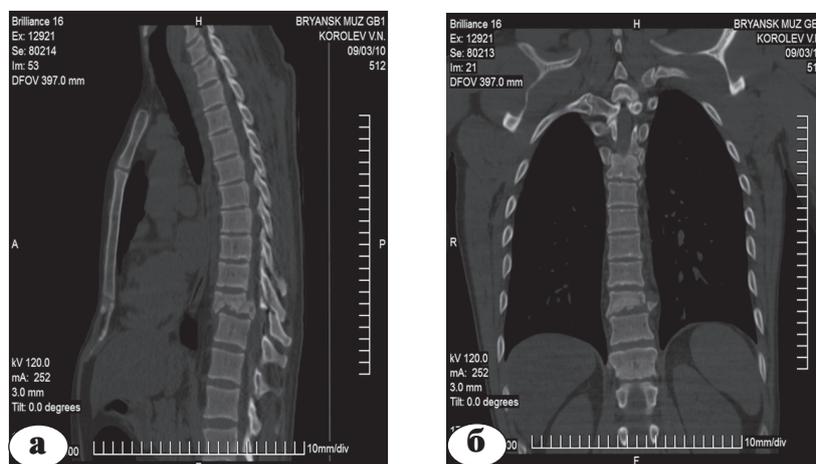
Томограммы позвоночника пациента К., 33 лет, до операции: а – сагиттальная; б – фронтальная; в – горизонтальная проекции. Определяется смещение позвоночника кпереди в плоскости сломанного тела позвонка с грубой деформацией позвоночного канала
